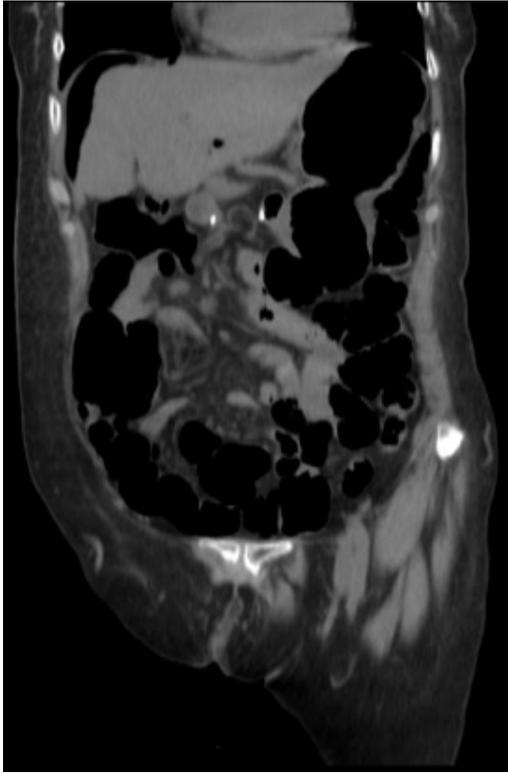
Imágenes de TAC que evidencia aire subcapsular hepático y escaso líquido perihepático.
